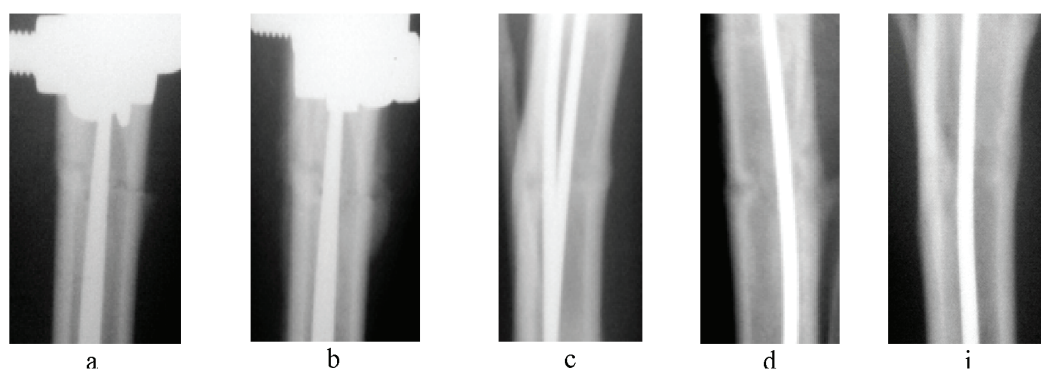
Фрагменты рентгенограмм, 2 группа, после остеотомии:
